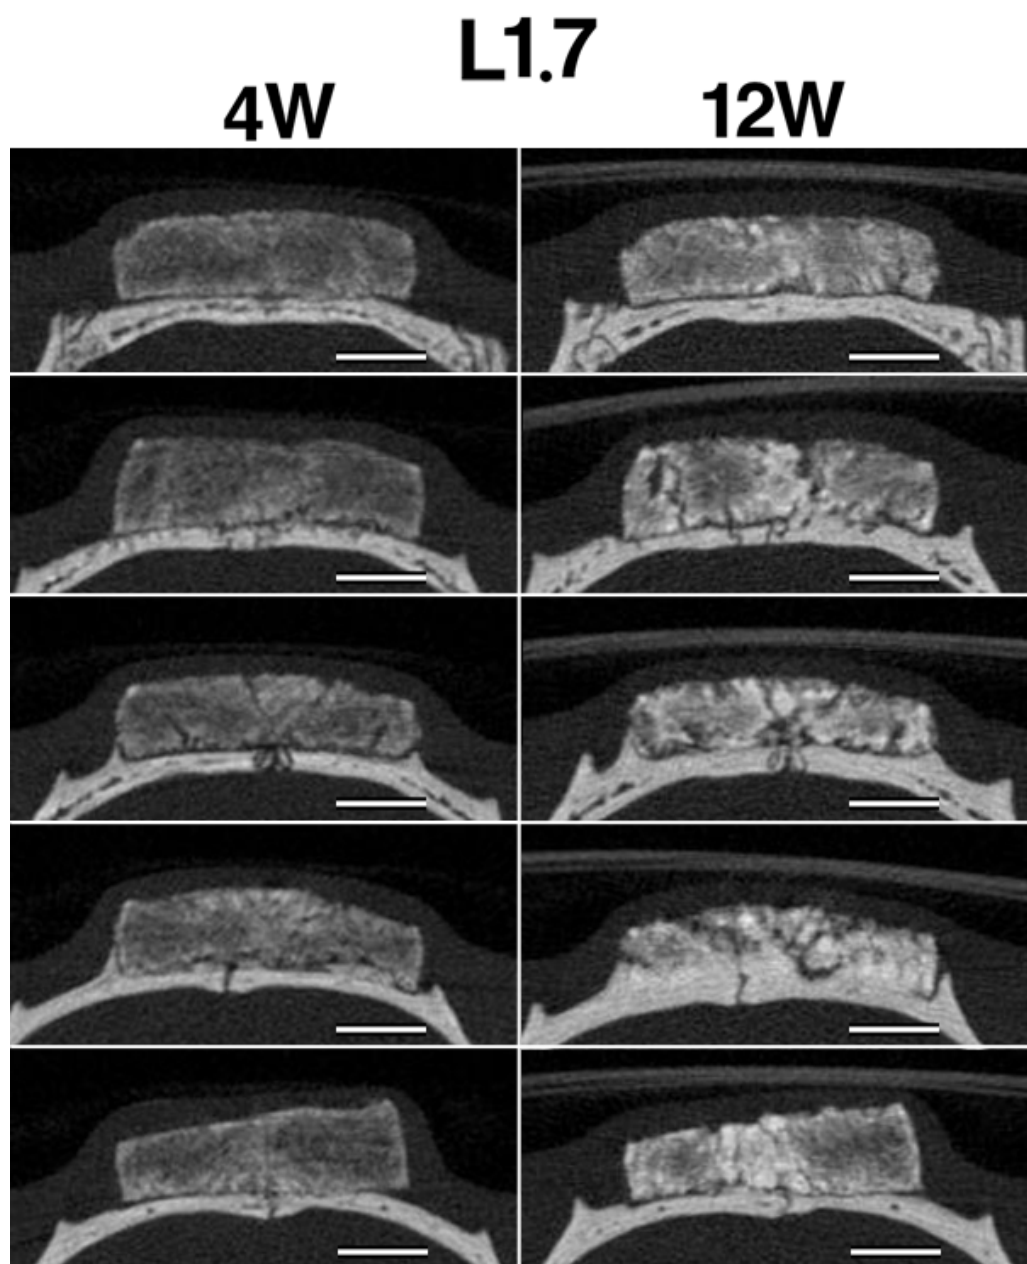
L1.7の埋入後4，12週時のマイクロCT像
